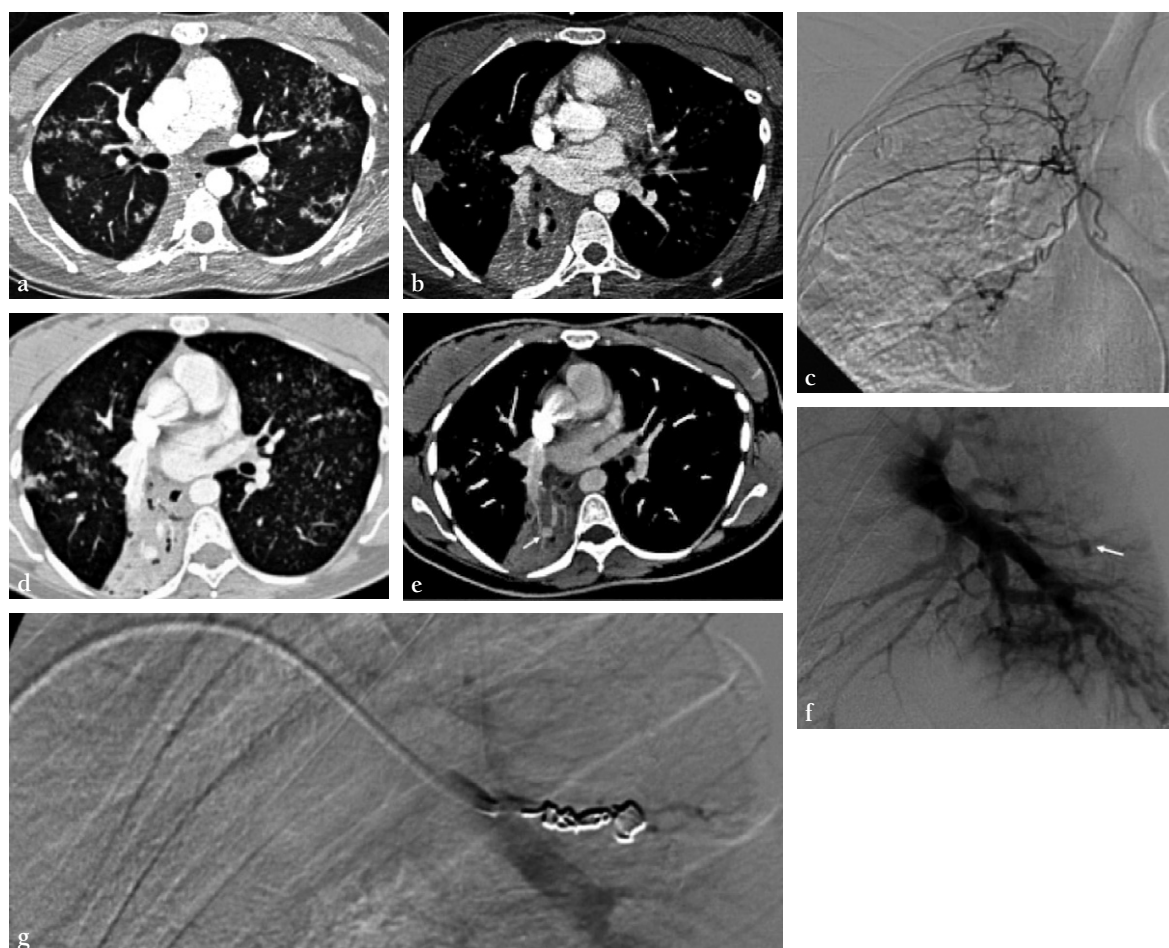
Patiente âgée de 31 ans, enceinte (32 SA). Elle est admise pour une hémoptysie de 500 mL. Elle est dyspnéique et fébrile. Un angio-TDM volumique est pratiquée.
